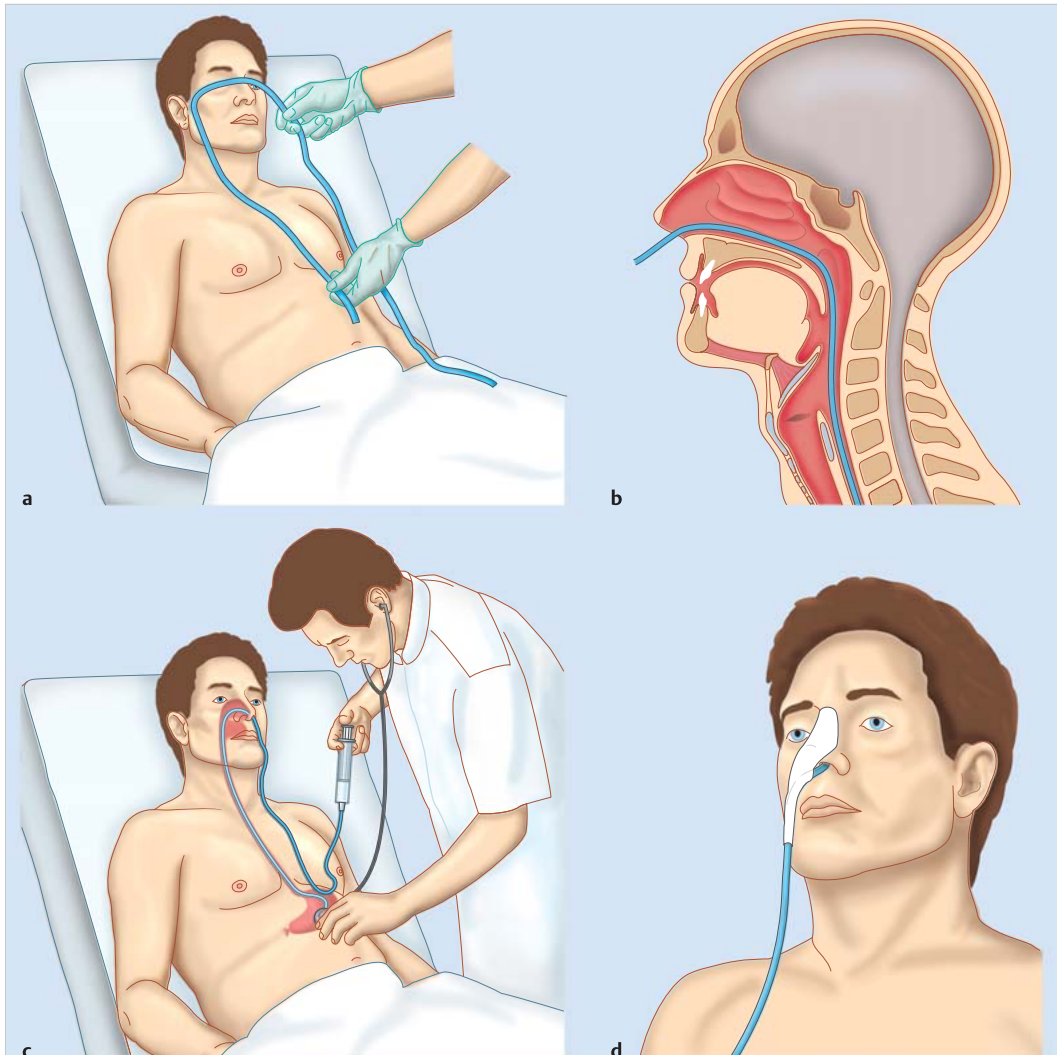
Magensonde. a Abschätzen der Einführtiefe vom Naseneingang bis zur Magengegend. b Passage der Sonde durch den unteren Nasengang in den Rachen und Ösophagus. c Lagekontrolle: Insufflation von 10–20 ml Luft über die Sonde, Lokalisierung des Geräusches mit Stethoskop über dem Magen. Im Zweifel: Röntgenkontrolle. d Die Sonde wird mit Pflaster auf dem Nasenrücken fixiert.
